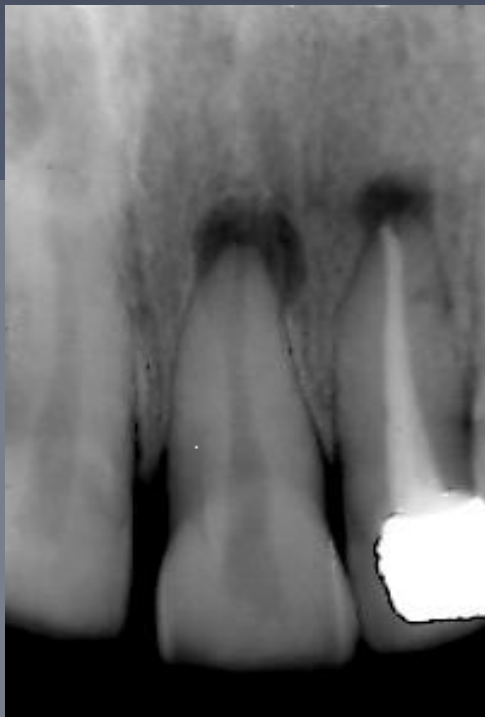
Radiograph taken 14 months after the beginning of the nonsurgical endodontic therapy. Note a remarkable decrease of the lesion radiolucency with partial resorption of the paste.
